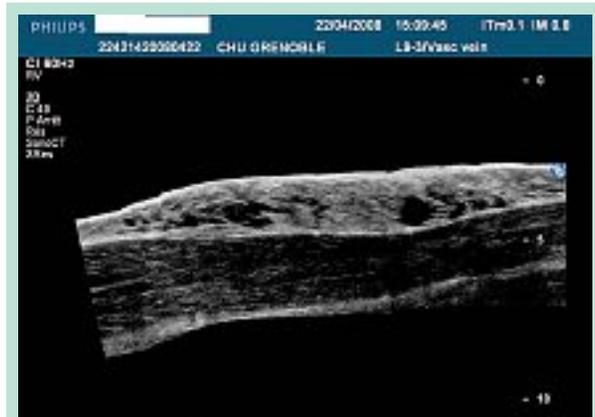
Malformation veineuse de l'avant-bras en mode écho-Doppler B panorama.
